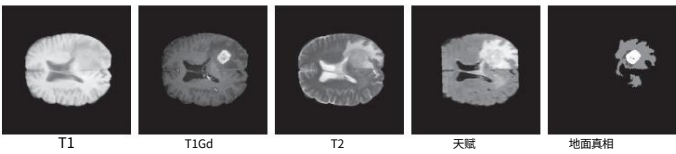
具有四次 MRI 扫描和相应的患者的典型切片基本事实。
